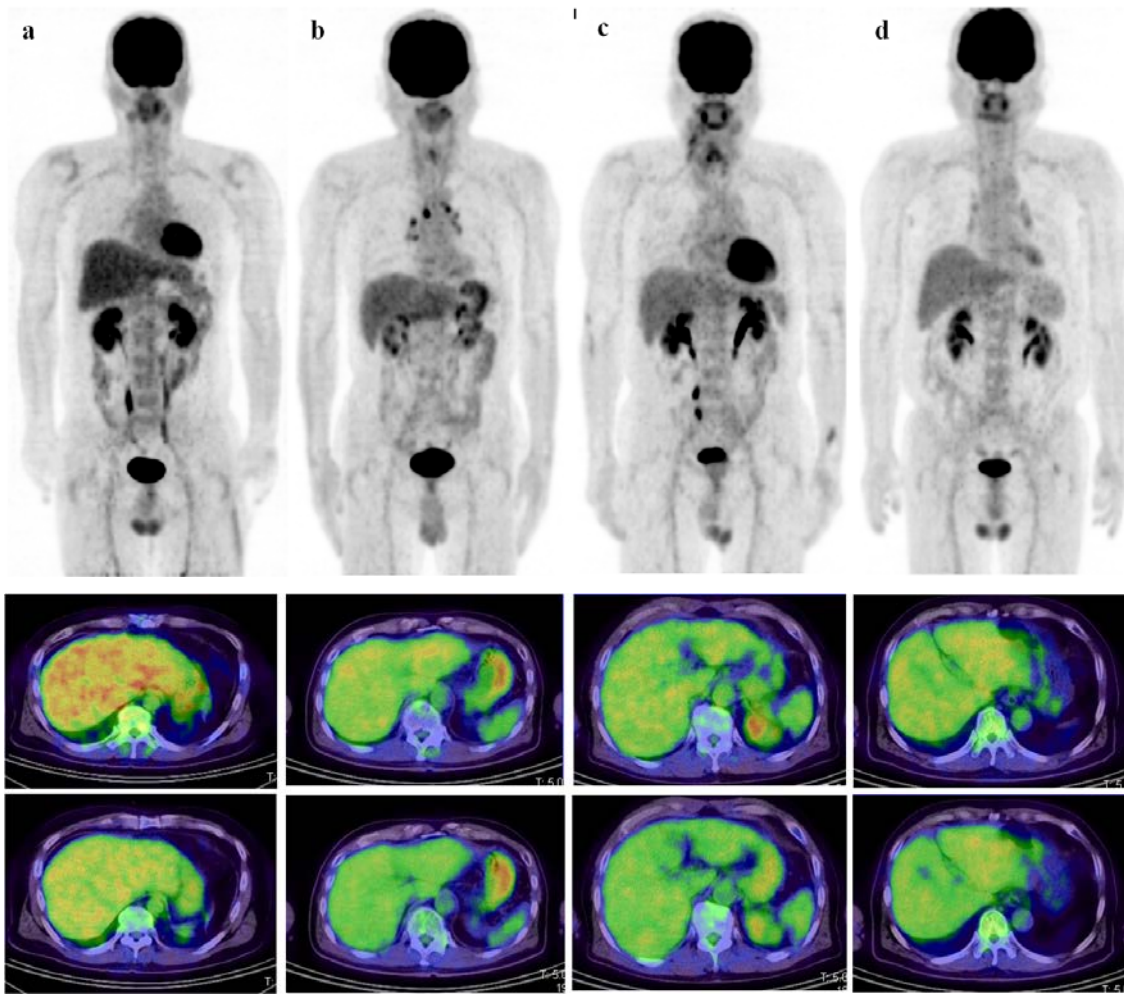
Fluoro-2-deoxy-D-glucose whole-body PET maximum intensity projection images and axial images of the liver. The upper section shows the early phase and the lower section shows the delayed phase. Representative images for the G1 (a), G2 (b), G3 (c), and G4 (d) groups are shown. The levels of liver positron cross-talk (standard uptake value mean variations) were 0.66 (2.91–2.25), 0.28 (2.09–1.81), 0.08 (2.09–2.01), and 0.14 (2.15–2.01) in (a), (b), (c), and (d), respectively. The injection intervals in (a), (b), (c), and (d) were 34, 63, 83, and 98 min, respectively.
